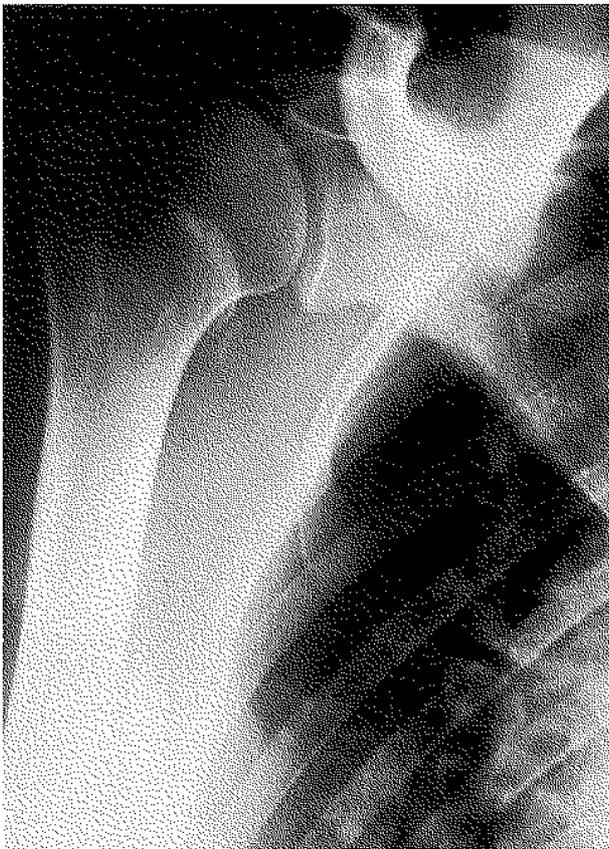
Radiographie de face montrant un fragment osseux détaché de la partie antéro-interne de la tête humérale.
